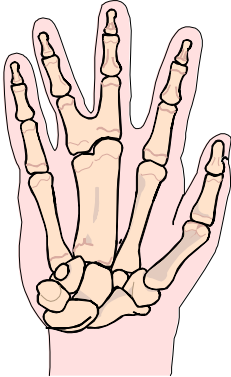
Polidactilia se refiere a la presencia de dedos adicionales. Más comúnmente el dedo adicional es un simple pólipo cutáneo, difícil de visualizar por ecografía, pero ocasionalmente también pueden haber
